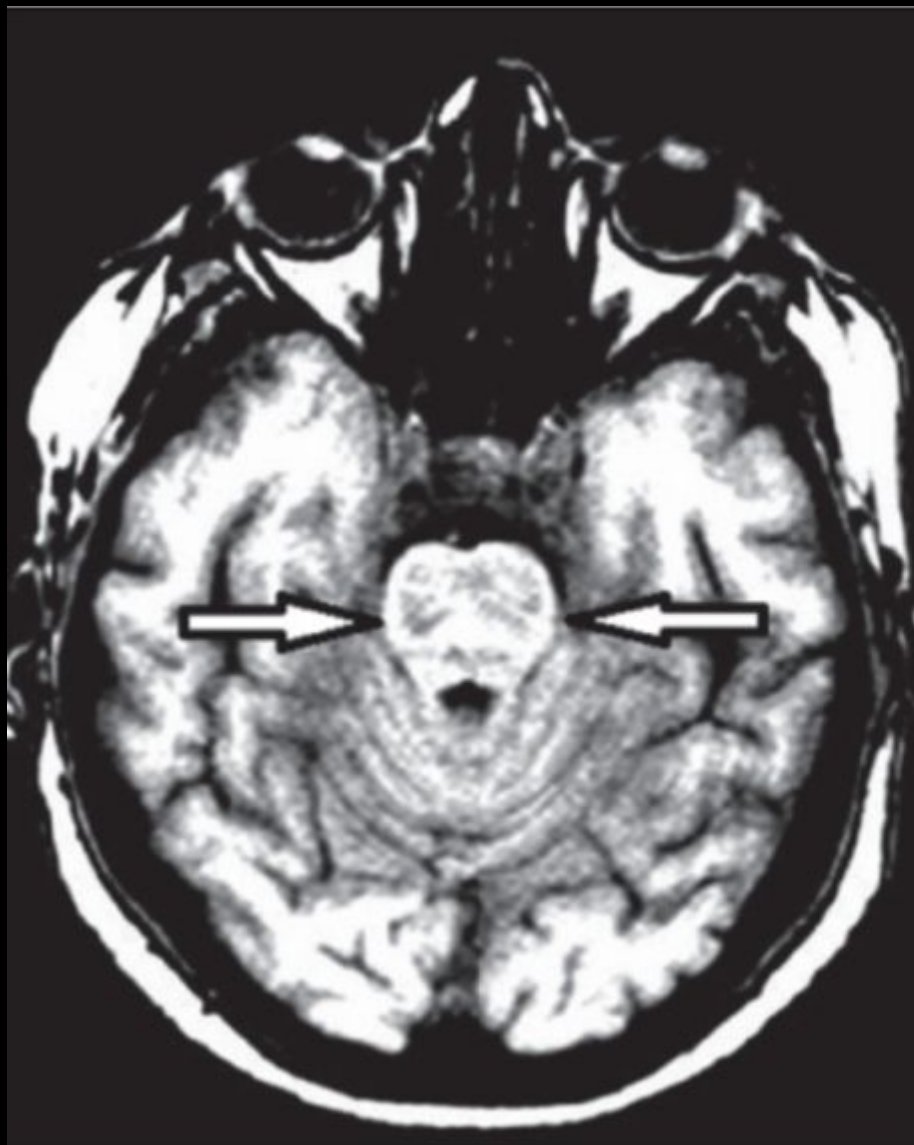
МРТ головного мозга пациентки А. Симметричные участки демиелинизации неправильной формы с локализацией в области моста головного мозга
